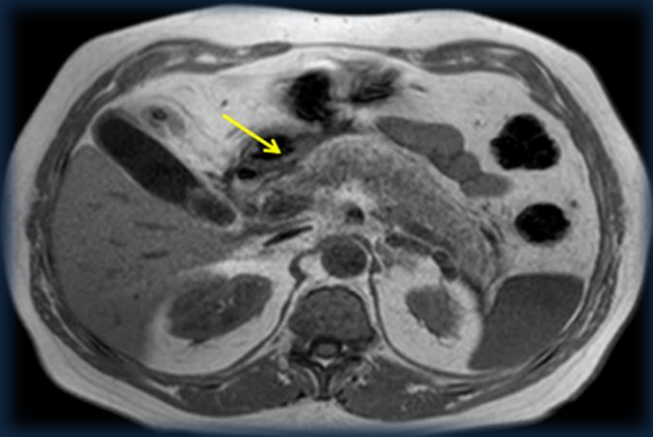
RMN de abdomen en corte axial, se evidencia páncreas aumentado de tamaño.
